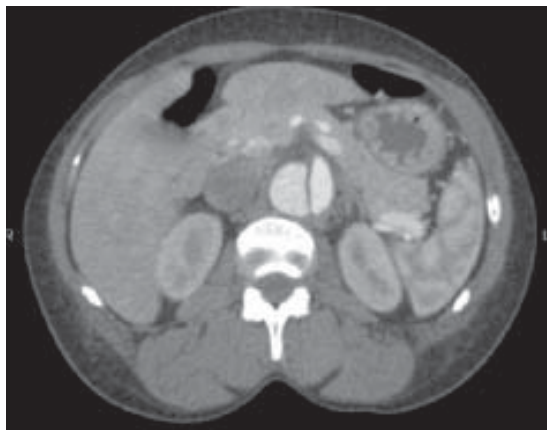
Tomografía axial computarizada multicorte a nivel renal.
